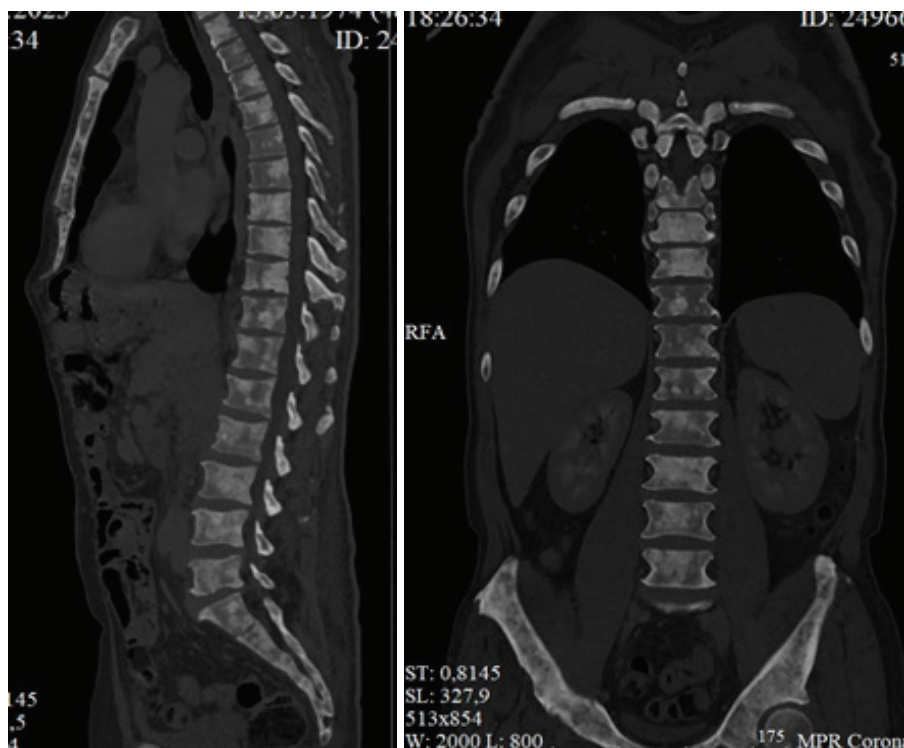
На КТ томограммах в костях скелета определяются множественные очаги остеосклероза
